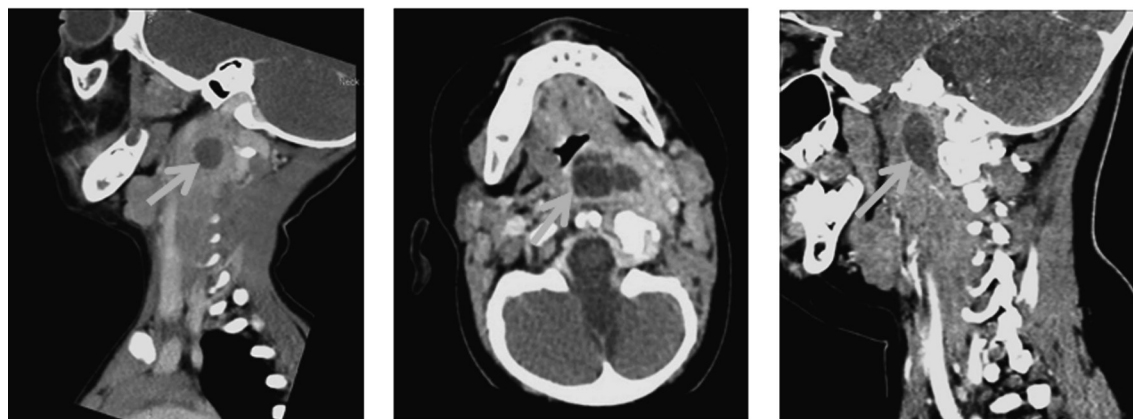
КТ-сканы шеи с контрастным усилением, стрелкой указаны зоны абсцесса
